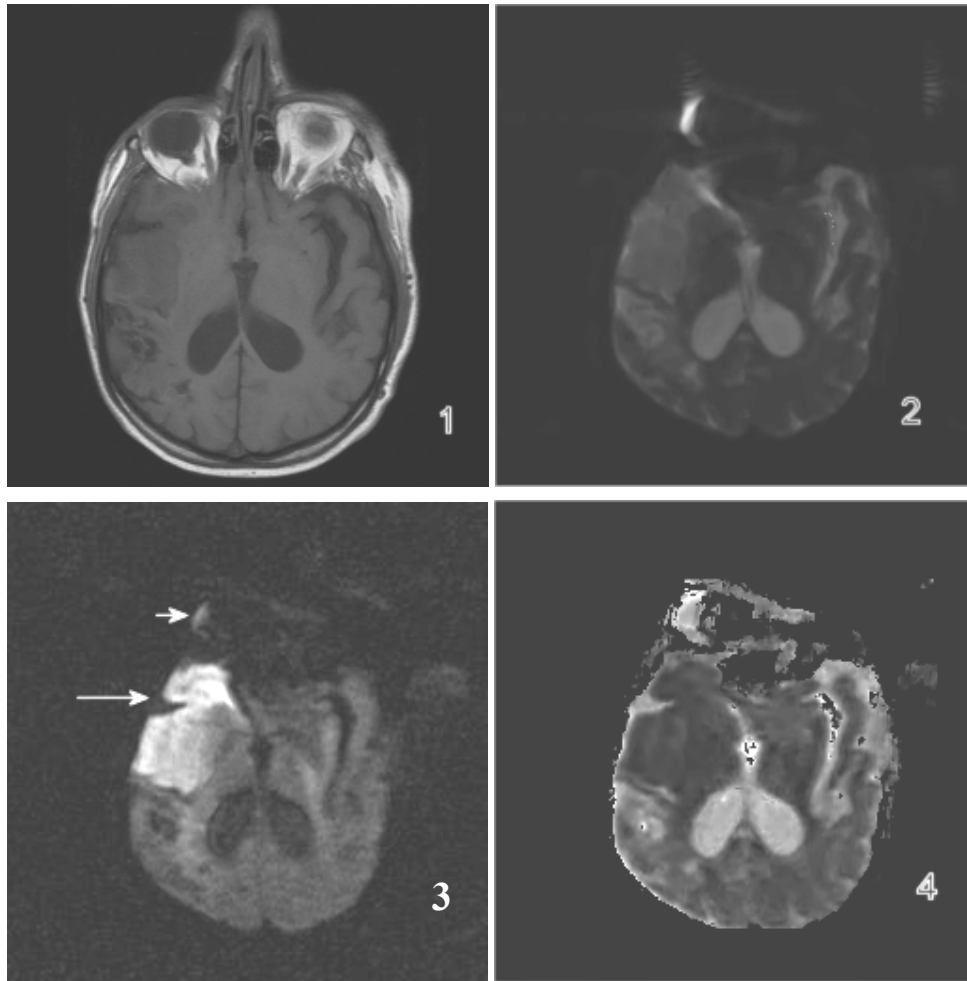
Darstellung eines Media-Infarktes 3 Tage nach Infarkteintritt mit Hilfe der  $T_1$ -Wichtung (1), der  $T_2$ -Wichtung (2), der Diffusionswichtung (3) und der ADC-Map (4). Beeindruckend ist hier die kontrastreiche Darstellung des Infarktes im DWI-Bild (Bild 3, großer Pfeil), während die restlichen Aufnahmen nur begrenzte Informationen über den Infarkt liefern. Der kleine Pfeil markiert die bei der EPI-Technik auftretenden geometrischen Verzerrungen und Signalverschiebungen. (1) ist eine Spin-Echo-Aufnahme, (2) und (3) sind Single-Shot-EPI-Aufnahmen, (4) ist eine berechnete ADC-Map ( $b$ -Faktoren = 0, 232, 511, 736 und 1001  $\text{s}/\text{mm}^2$ ).
